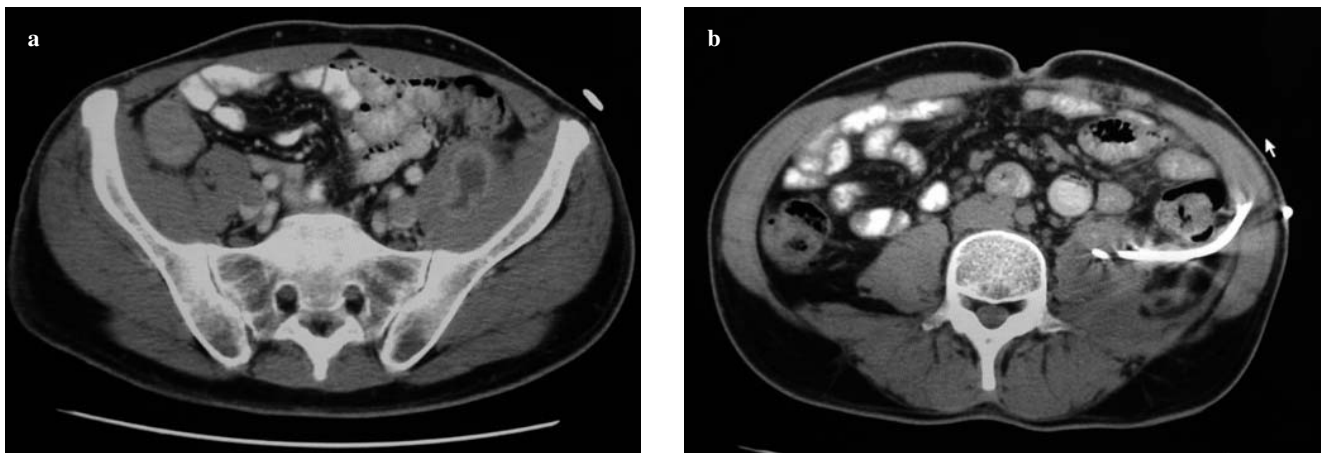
Computed tomography (CT). Comparison between the original collection deep in the left psoas muscle (a) and follow-up CT after 8 days of drainage (b).
